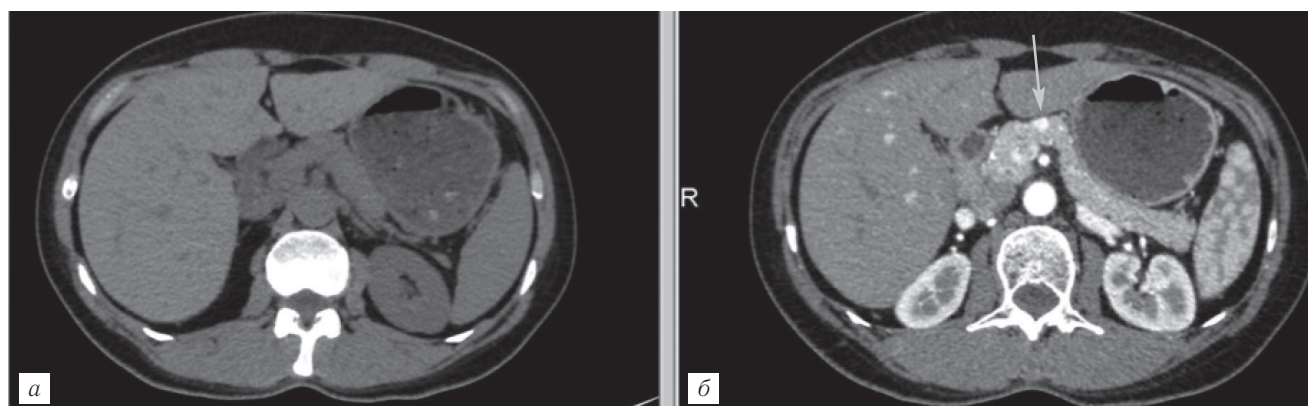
Инсулинома поджелудочной железы. Опухоль изоденсна паренхиме поджелудочной железы на бесконтрастном изображении (а), и только в артериальную фазу контрастирования (б) она четко визуализируется по передней поверхности тела органа (стрелка). Протокол МСКТ: болюсное введение 75 мл Ультрависта 370, скорость инъекции 4,5 мл/с. Преследователь болюса — солевой раствор в дозе 50 мл, введен с аналогичной скоростью.
